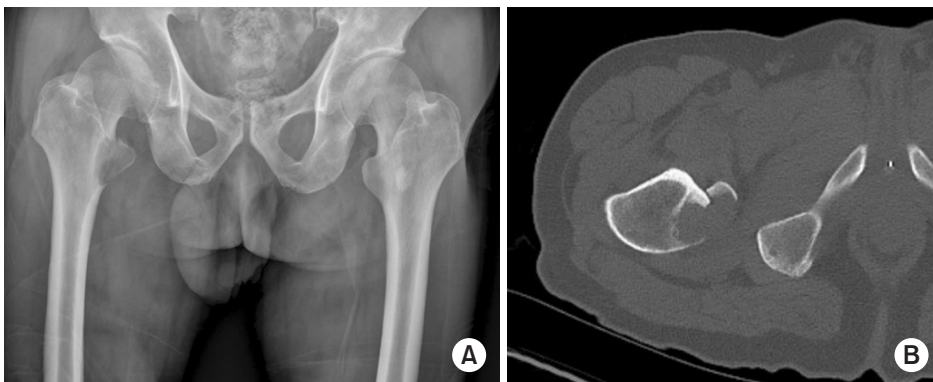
A 62-year-old male undergoing treatment for lung cancer presented to the outpatient clinic two days after experiencing persistent right hip pain following coughing. (A) Hip joint radiograph revealed an avulsion fracture of the lesser trochanter of the femur, with observed bone density loss around the fracture site. (B) Computed tomography showed an avulsion fracture of the lesser trochanter accompanied by osteolysis.
